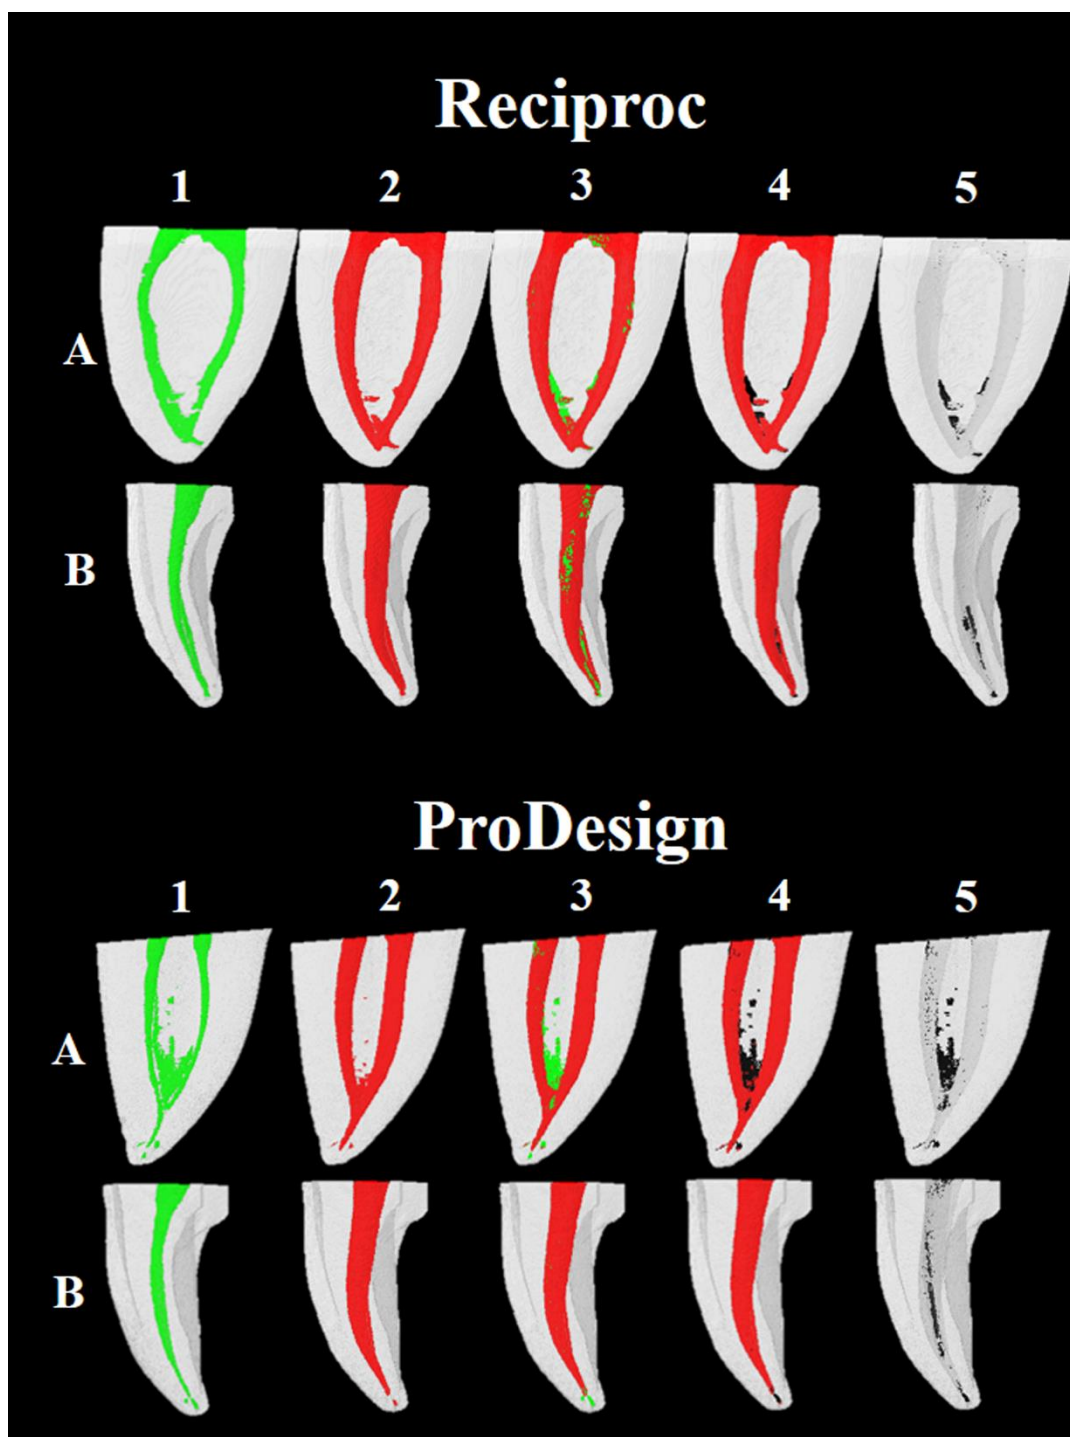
Three-dimensional micro-CT imaging buccolingual (A) and mesiodistal (B) in initial canals (green), post-instrumentation canals (red) and debris (black).
